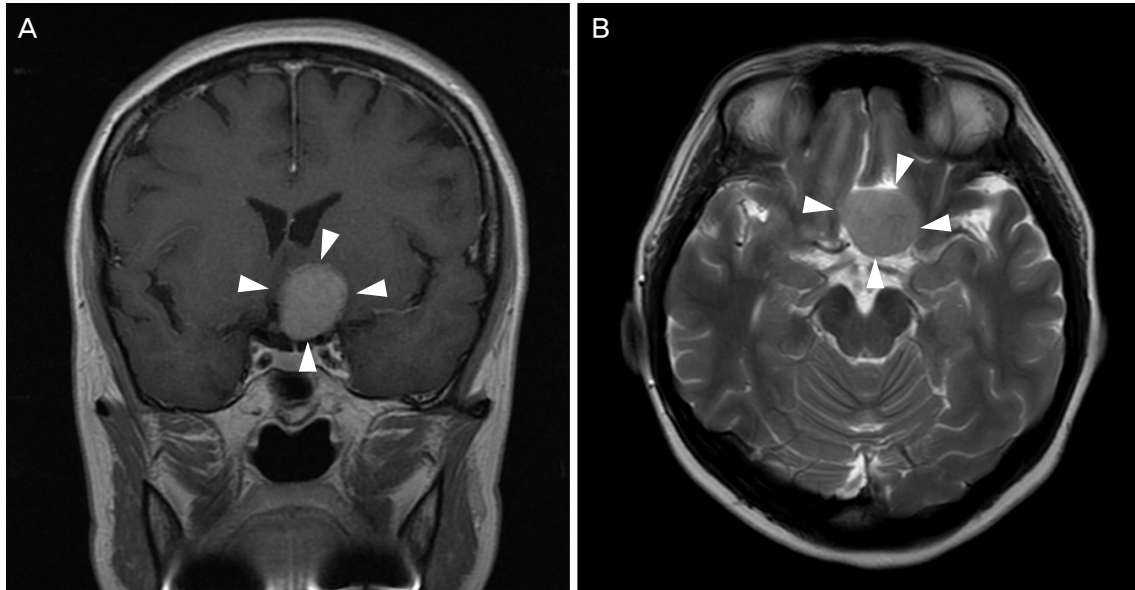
Brain magnetic resonance image. (A) 2.7×2.3 cm sized well circumscribed mass (white arrowheads) of left suprasellar area with direct contact to optic chiasm in axial T1-enhanced images. (B) Low signal intensity mass intensified higher than gray matter in transverse T2-weighted images (white arrowheads).
